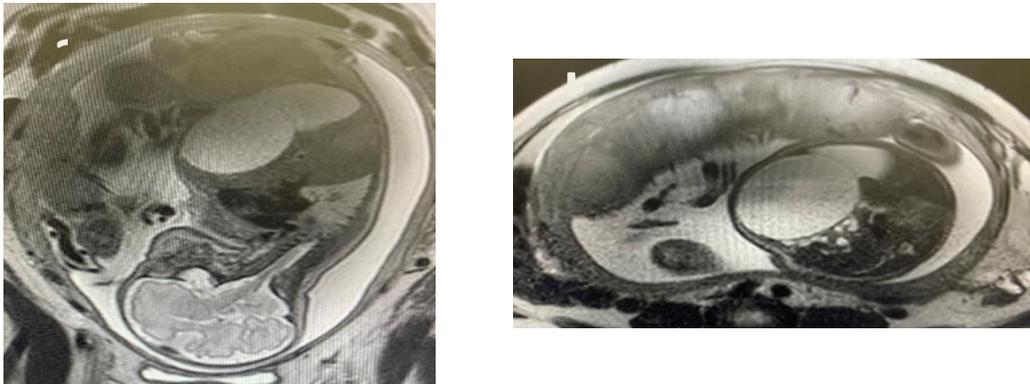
Resonancia Magnética de abdomen fetal secuencia SSHTSE, corte sagital (a) y axial (b), donde se observa lesión hiperintensa (quística) ovalada que ocupa gran parte de la cavidad abomino – pélvica fetal, unilocular, de paredes finas y contenido claro, que provoca desplazamiento y compresión de órganos vecinos. Nótese la vejiga llena de líquido y desplazada por la lesión quística.
